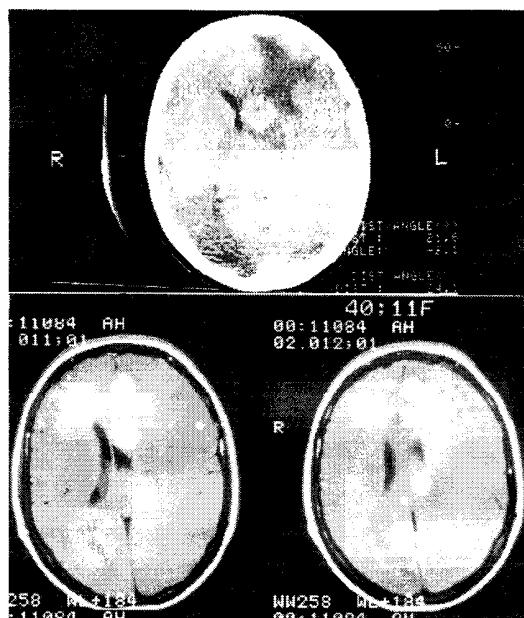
Множественные метастазы в головной мозг на КТ и МРТ
